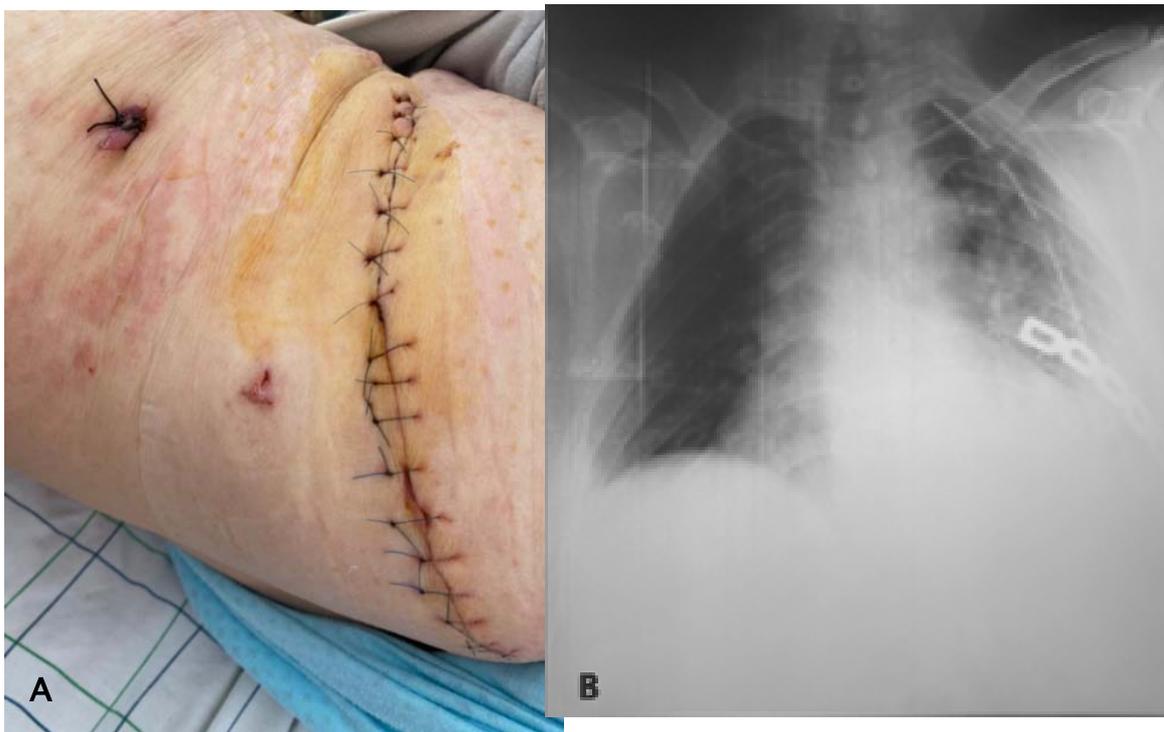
A- plaie opératoire à J4 post opératoire B-radiographies thoraciques de contrôle à J4 post opératoire
